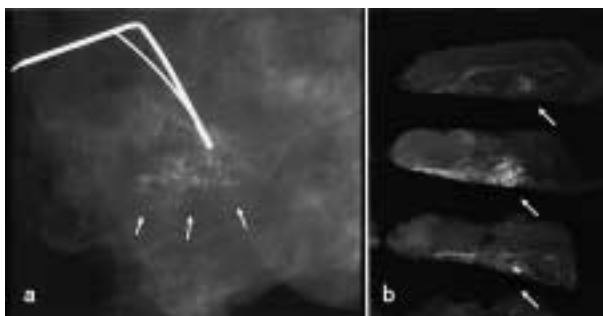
a. 切除標本の軟X線像(乳癌症例):ワイヤーの先端は石灰化部分(→)に位置している. 病変部は腫瘤としては描出されない。
